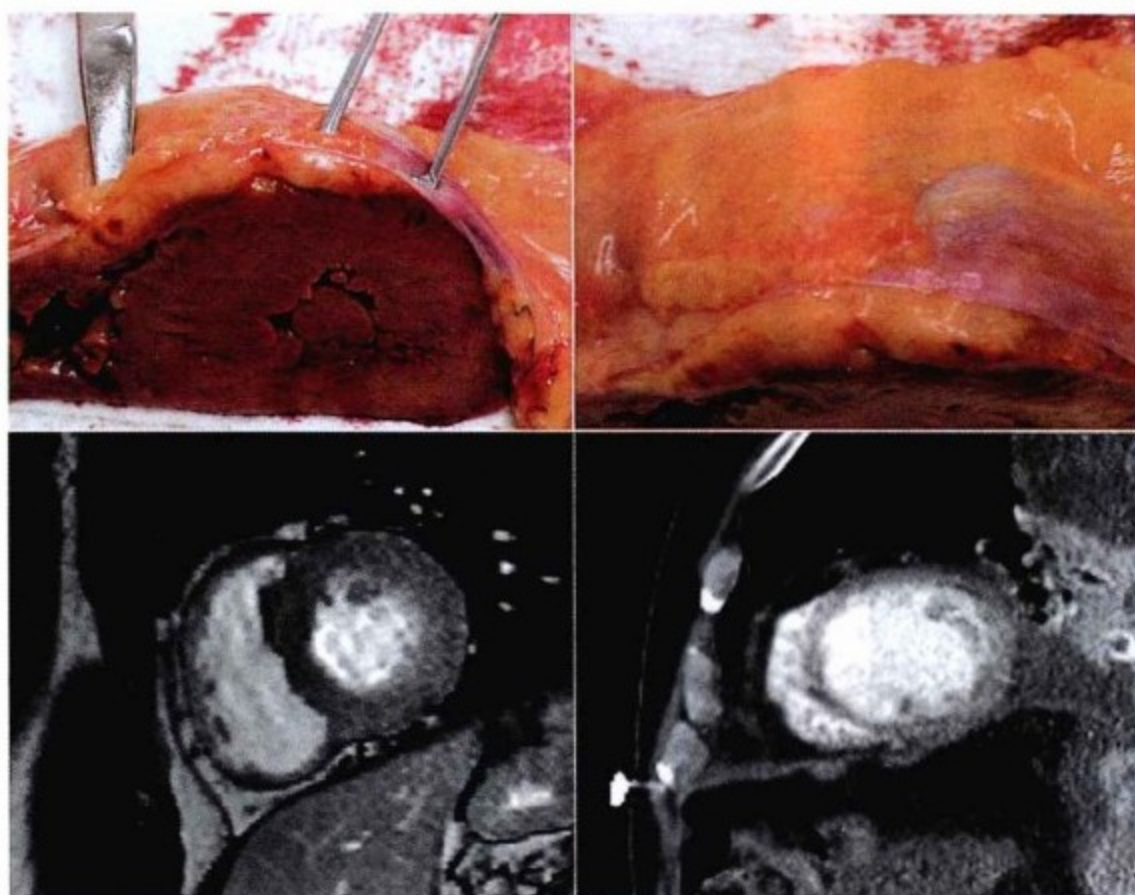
上排图,心脏标本,短轴切面。镊子和剪刀提起顶部心包和与它相连的脂肪。心包很薄(1mm或更少),几乎是透明的。心包脂肪多位于右侧。下排图:CMR SSFP(左)和CT(右),CMR可以很好地显示心包而CT却不够清晰。
